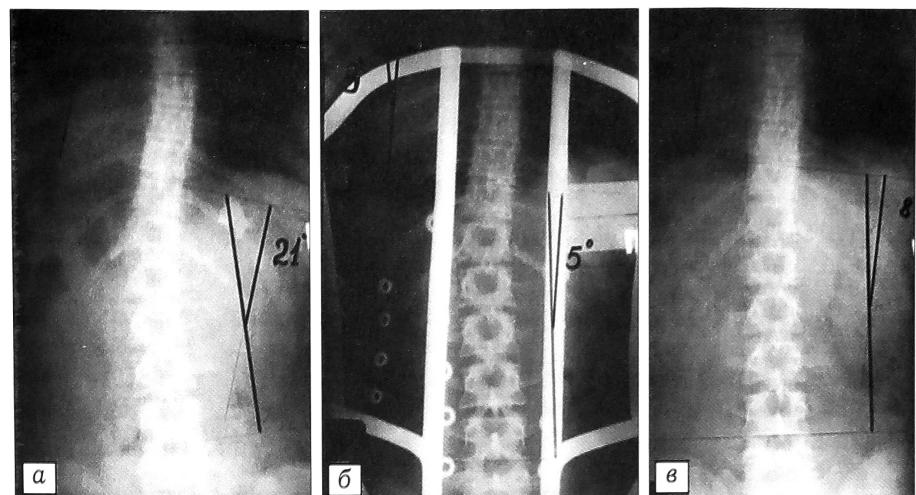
Рентгенограммы больной В. 14 лет. Диагноз: комбинированный идиопатический сколиоз II степени.
